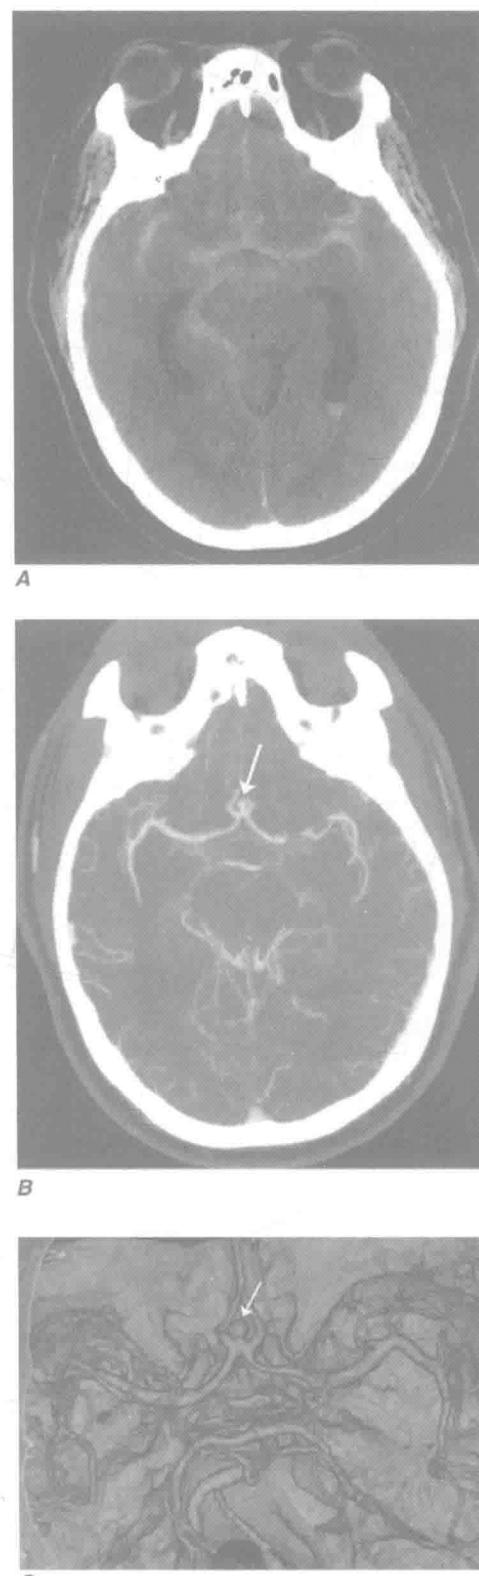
（见书后彩图）表现为急性头痛的大脑前动脉瘤破裂患者计算机断层成像(CT)血管造影术(CTA)表现。A. CT平扫提示蛛网膜下腔出血和轻度梗阻性脑积水。B. CTA的轴向最大密度投影显示大脑前动脉扩张(箭头)。C. 三维重建证实了大脑前动脉瘤，并指示了其位置和与周围血管的关系(箭头)。CTA像是在快速静脉推注对比剂过程中通过0.5~1mm螺旋CT扫描获得的。
